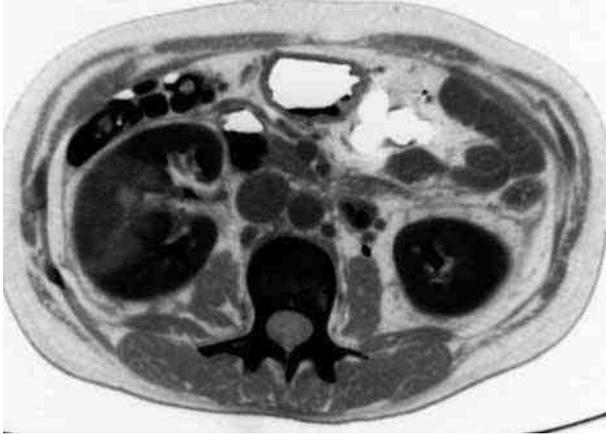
Компьютерная томограмма. Острый пиелонефрит справа. Правая почка увеличена в размерах. Четко визуализируется клиновидный участок пониженной плотности
